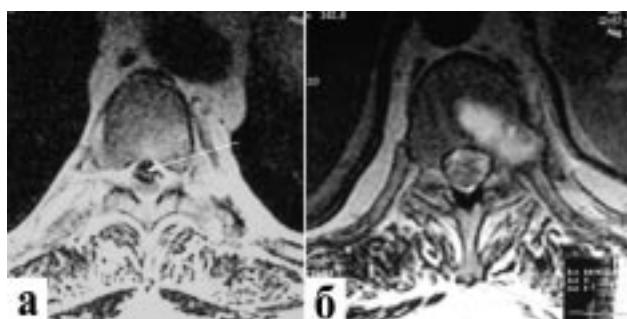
МРТ грудного отдела позвоночника:
